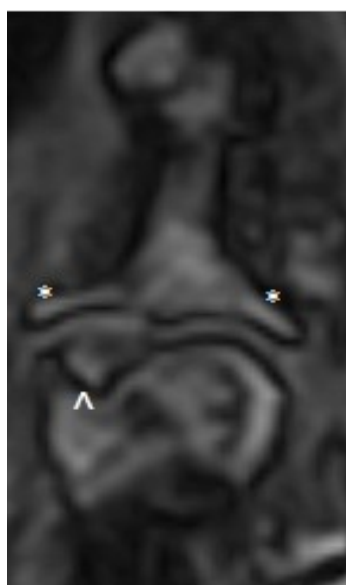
На МР-томограмме в коронарной проекции визуализируется уплощение и деформация краёв суставных поверхностей (*) дистальной фаланговой кости пальца кисти за счёт грубого остеофитоза. Эрозия в дистальном эпифизе средней фаланговой кости
